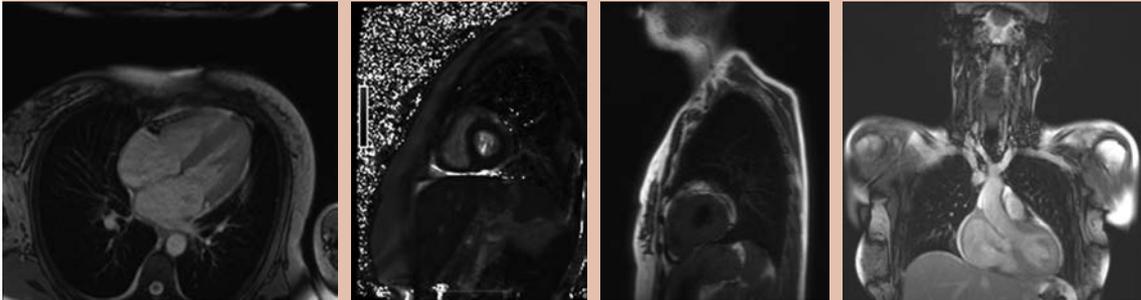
Resonancia magnética cardiaca con gadolinio con zonas heterogéneas y de engrosamiento del ventrículo izquierdo, con realce tardío de gadolinio.
